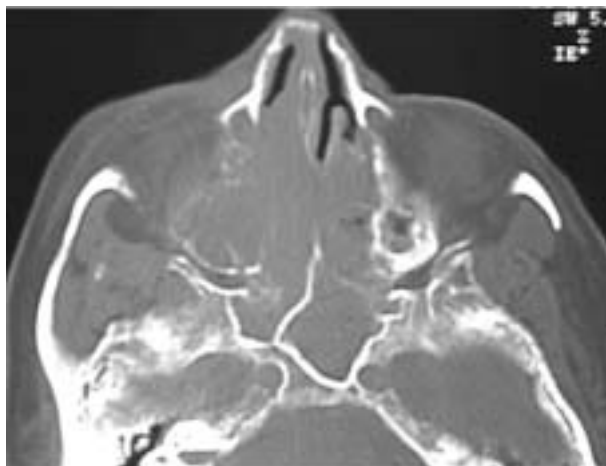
A: TAC compromiso rino sinusal por Linfoma NK.
